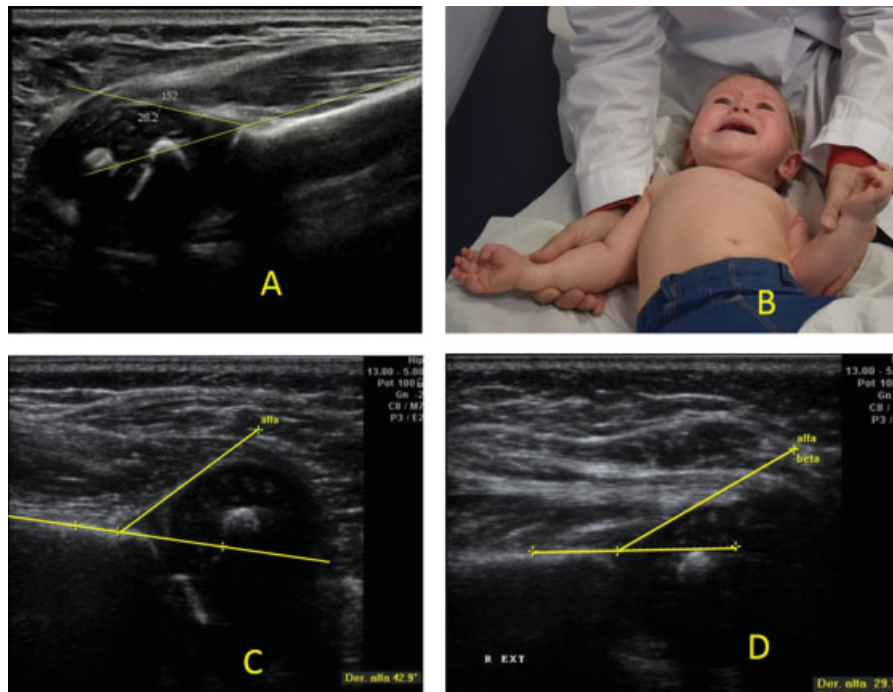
Ecografía (A) ángulo α normal (B) Limitación de la rotación externa del hombro, con dos meses (C) ángulo α superior a 30° con el hombro en rotación interna y adducido (D) ángulo α corregido en rotación externa.
